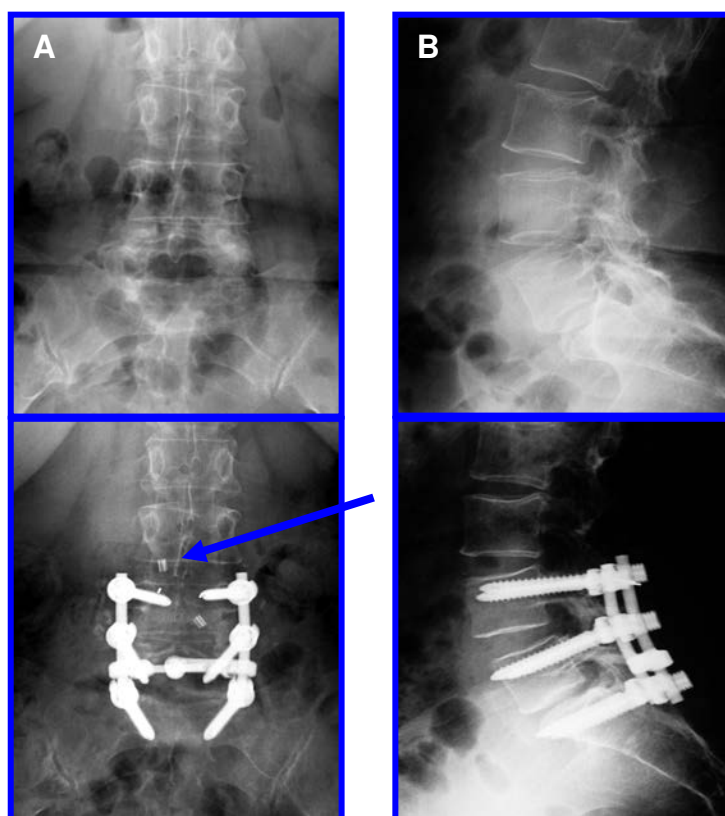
(A, B) Imágenes de radiografías simples AP y lateral, se observa la fusión posterior lumbar con tornillos transpediculares de L4-L5-S1, así como la presencia del sistema de Wallis en el nivel de L3-L4.
